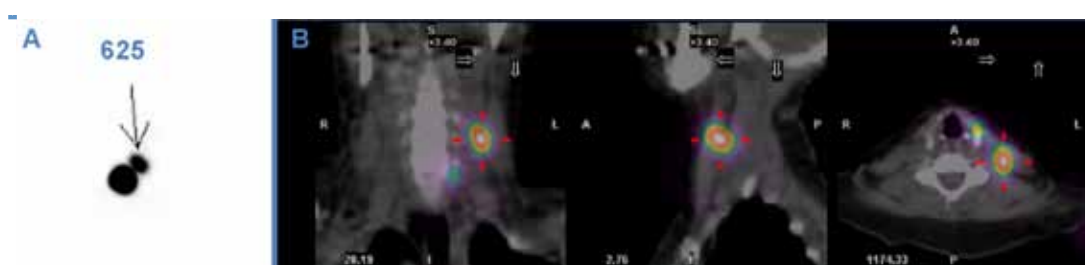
Linfogramagrafía. Imagen planar (A) y SPECT-CT (B) que muestran un GC en compartimento lateral. En estas imágenes se triangula el GC y se especifica el número de cuentas, concretamente 625 cuentas.
